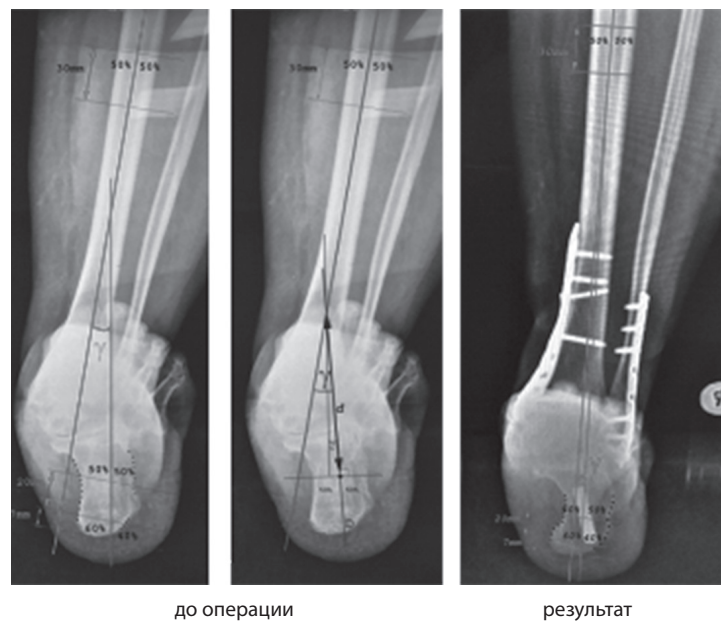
Рентгенограмма, проекция Saltzman
